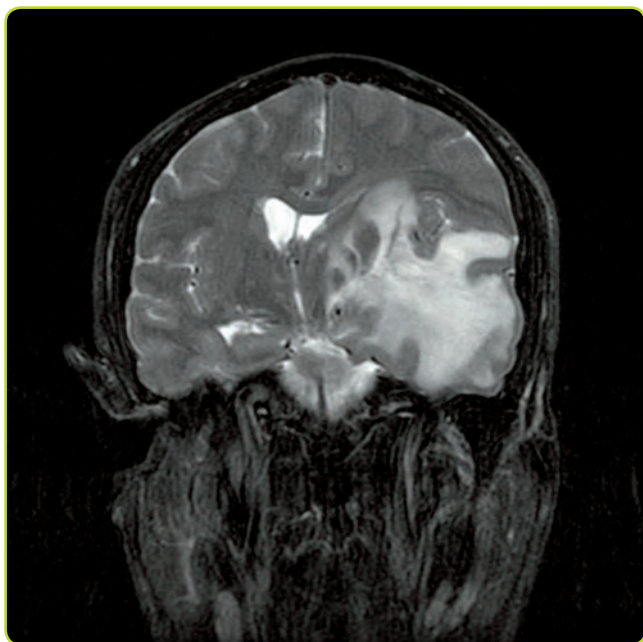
RM cerebral (T2) donde se observa masa temporal izquierda con efecto masa y herniación transtentorial y subfalcial.
